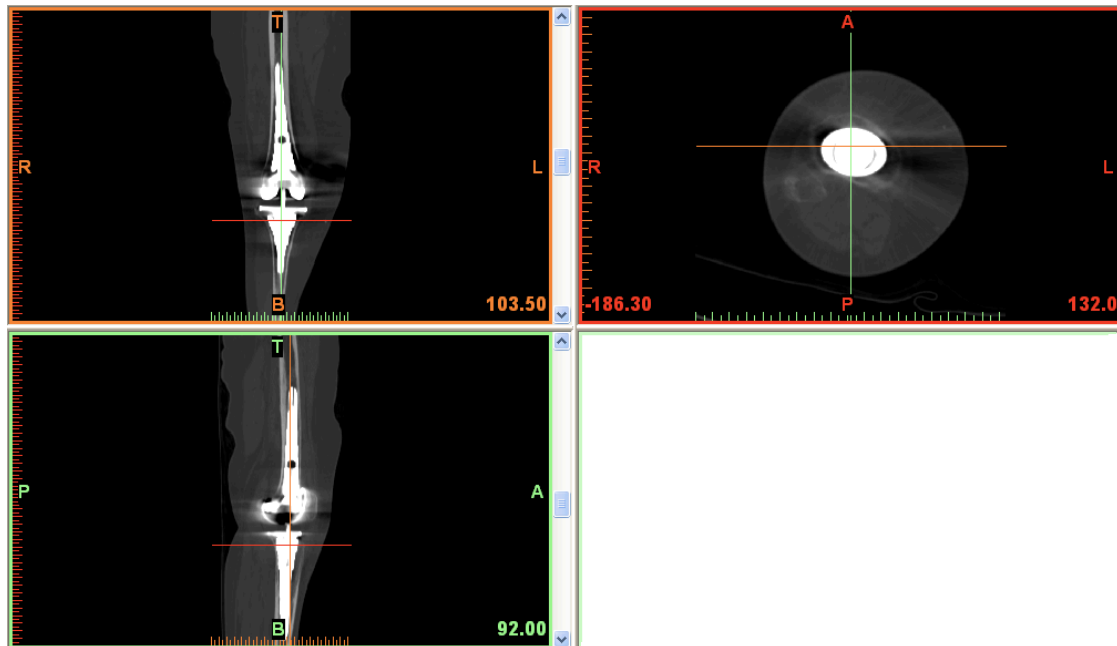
Tomografías Axiales Computerizadas (TAC) en el software Mimics
